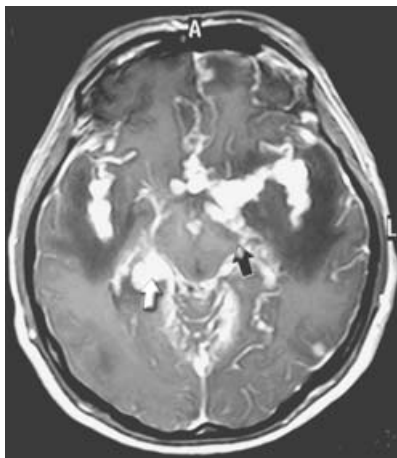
Corte axial de resonancia magnética de cráneo en secuencia T1, que muestra obliteración del espacio subaracnoideo, de las cisuras laterales y de las cisternas perimesencefálicas (flecha negra). Con el contraste se observa reforzamiento aracnoideo generalizado de predominio en las cisternas de la base (flecha blanca).
